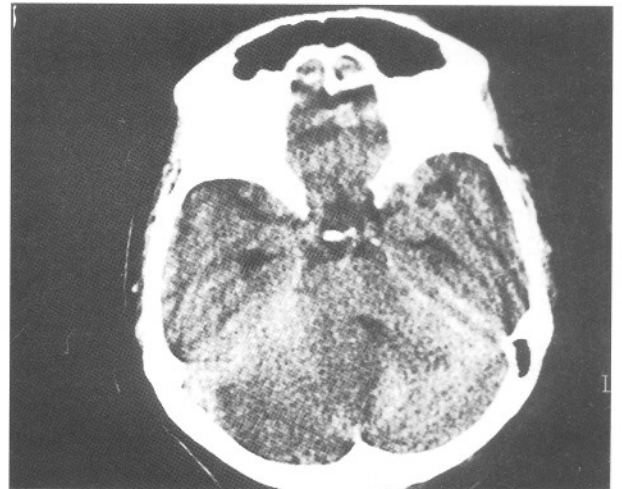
Bir internal karotid arter enfarktı olgusunun ilk gün alınan bilgisayarlı tomografisi
